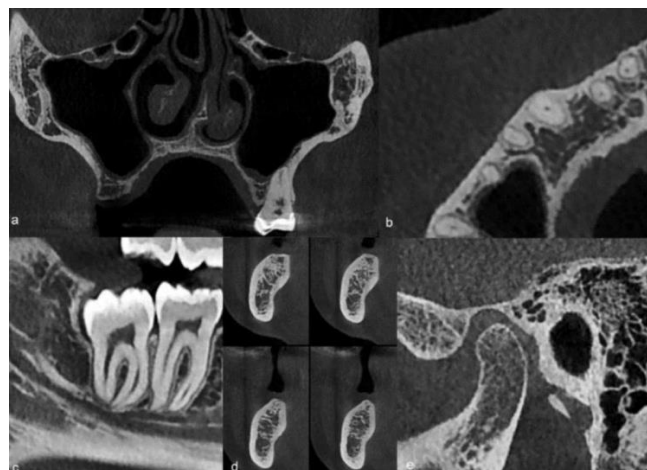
Exemples d'images cône beam CT des structures dento-maxillaires. a : coupe coronale des sinus maxillaires ; b : coupe axiale centrée sur les portions apicales des dents supérieures ; c : coupe verticale oblique mésio-distale passant par les molaires inférieures et le
